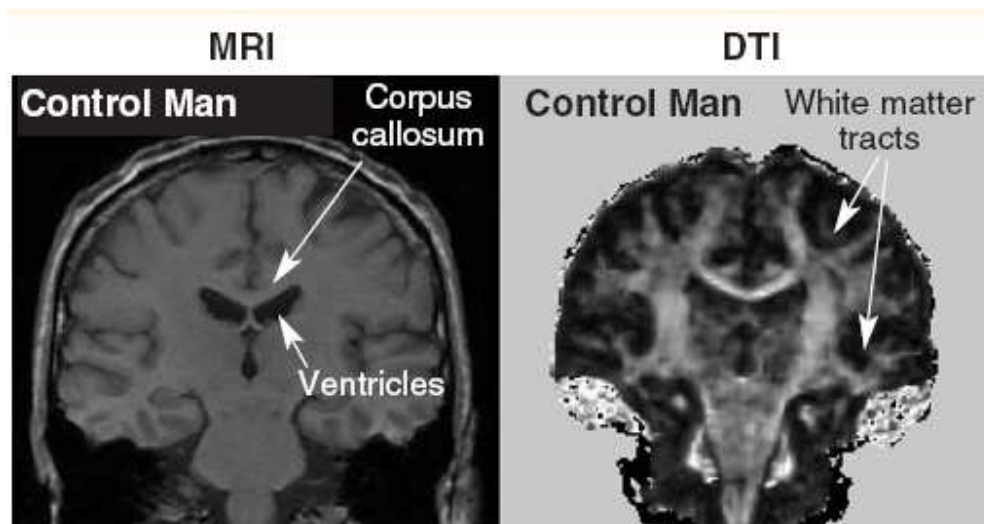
Diferencia de imagen entre imagen por Resonancia Magnética convencional y la DT-MRI
